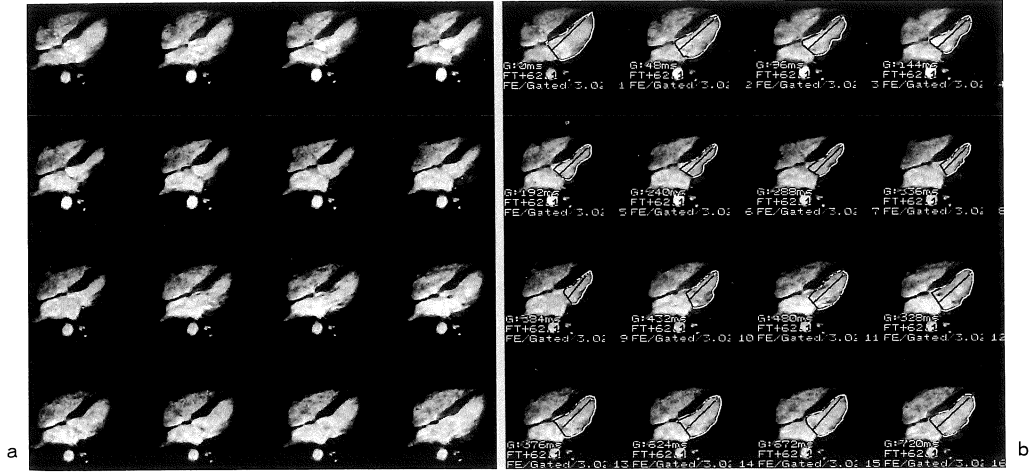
Sequence shows contrast (Gd-DTPA)-enhanced breath-hold ultrafast cine (rewind-SMASH) MR images in horizontal long-axis four chamber view (TR 8/ TE 3.2 ; 30° flip angle ; segment factor 16 ; pile encode factor 6 ; one excitation ; 128×96 matrix ; and field of view 220mm).
